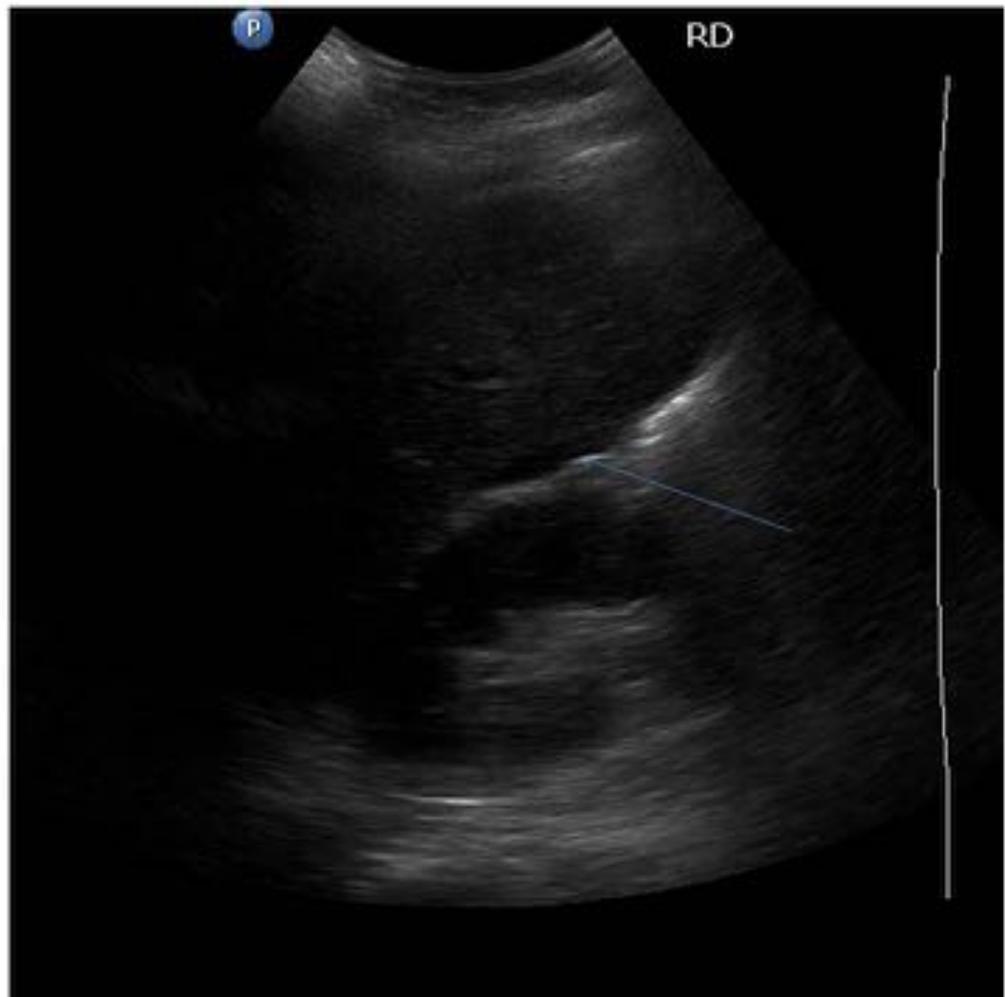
Caso 1. Niño de 14 años con dolor abdominal intenso tras caída de bicicleta y golpe con manillar. Ecografía: líquido en morrison
